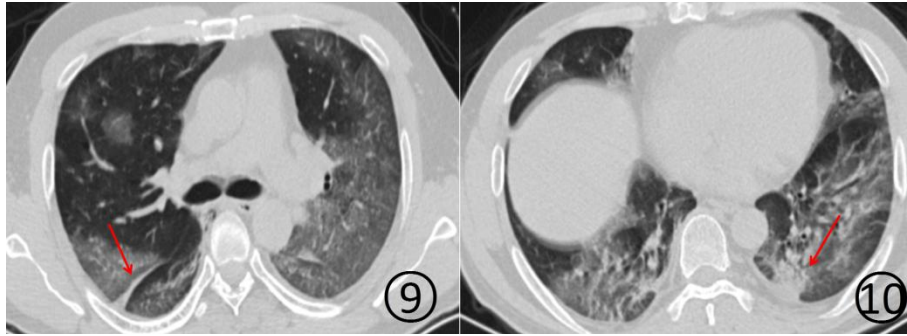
10 男, 50 岁。CT 平扫肺窗显示两肺大片磨玻璃阴影和斑片状磨玻璃阴影, 多分布于肺的中外带、胸膜下。右侧斜裂有增厚 (图 9 ↑), 左下后段胸膜下有实变 (图 10 ↑)
